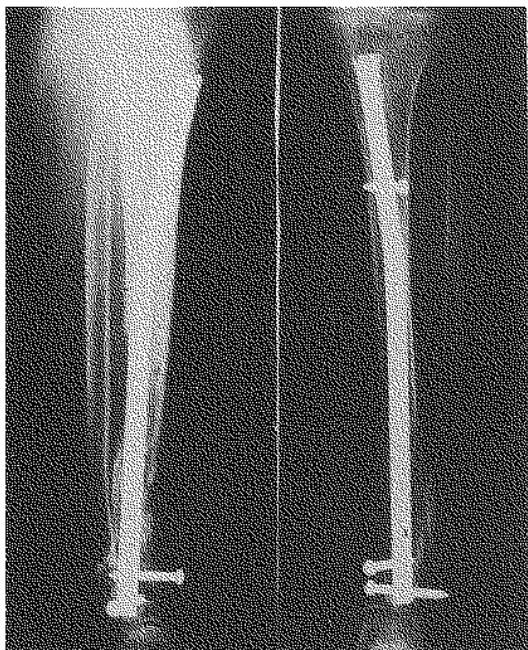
Radiographie standard (5ème semaine) : pas de cal visible.
